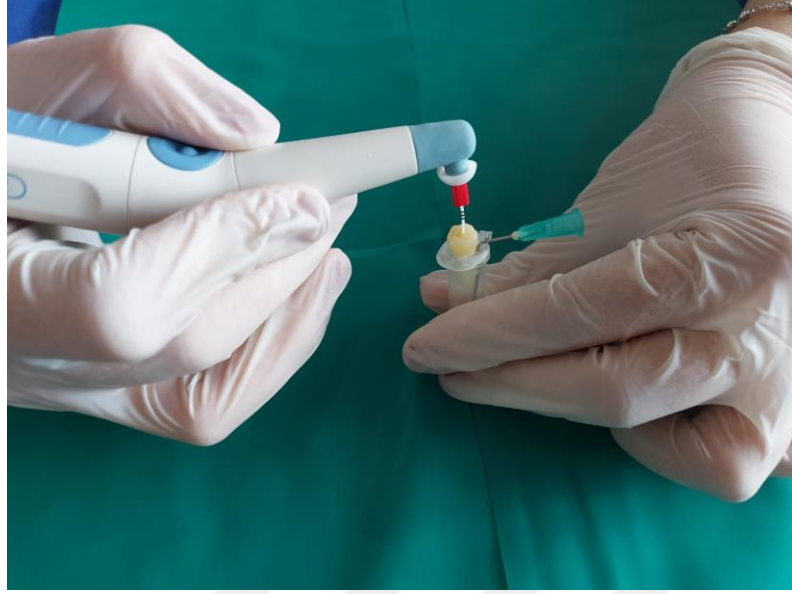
Satelec P5 Newtron X5 (Acteon) ultrasonik cihazı
